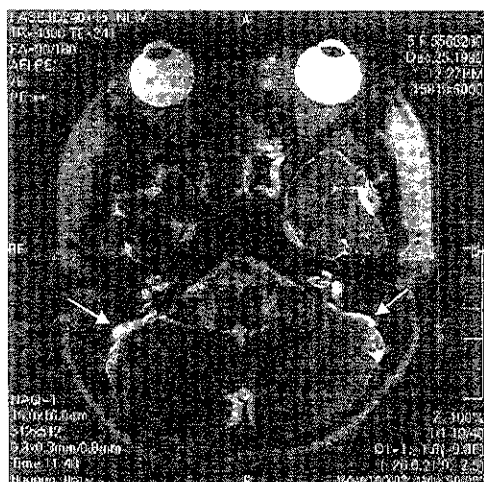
MRI所見 両側に拡大した内リンパ管, 内リンパ嚢を認める。(矢印)
